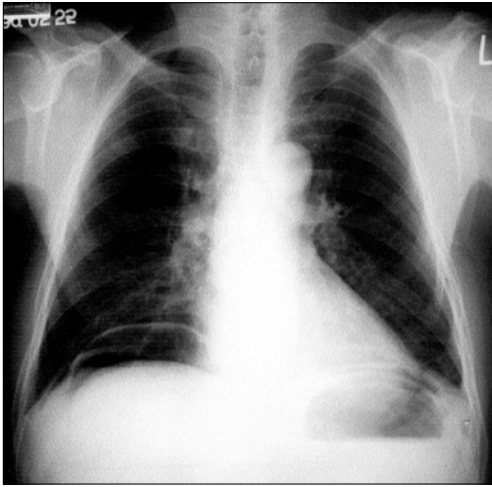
An upright chest X-ray of a 65-year old male reveals free air under diaphragm.
